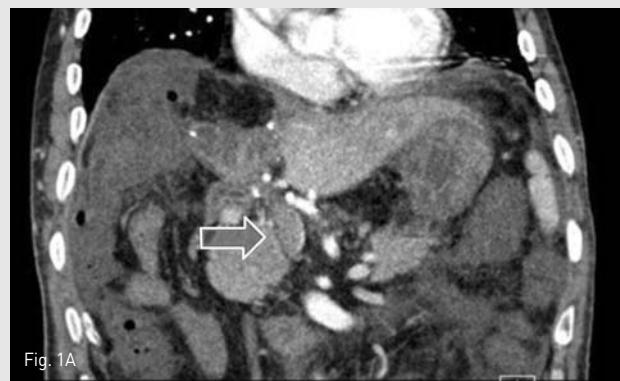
A 61-year-old man who received right trisectionectomy and portal vein segmental resection with end-to-end anastomosis due to Klatskin tumor type IV. A-B, Coronal CT sections at POD 1 show thrombotic occlusion of main portal vein, proximal splenic vein, and proximal superior mesenteric vein. C-D, Follow up coronal CT sections at POD 17 show patent portal vein, splenic vein, and superior mesenteric vein.
